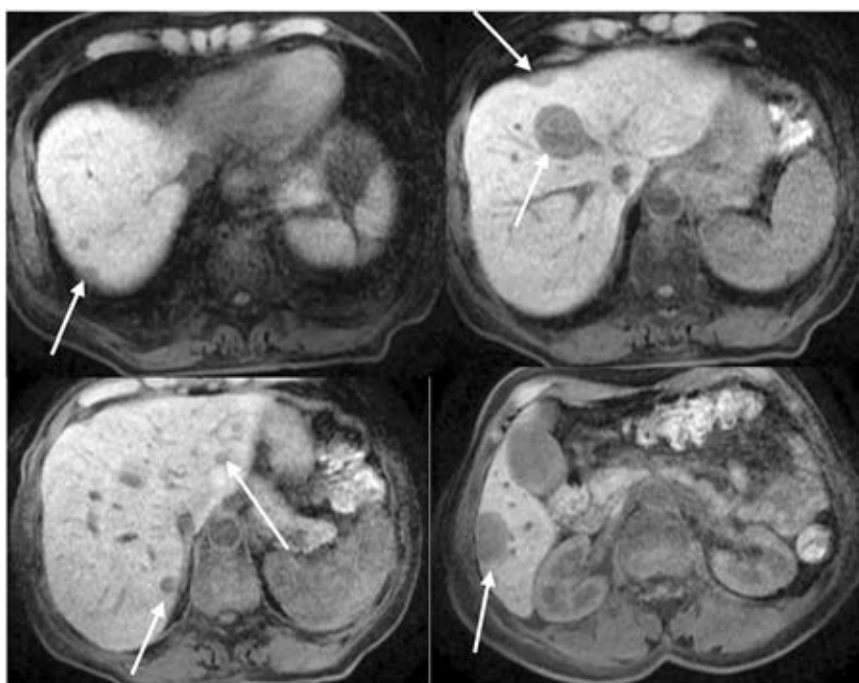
МРТ органов брюшной полости на момент установки диагноза. Визуализируются множественные метастазы в обеих долях печени. Наиболее крупные в S4a (в контакте со средней печеночной веной) и S6
